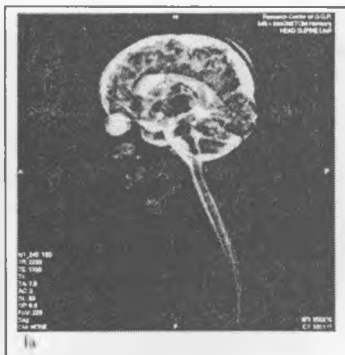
Врожденные дефекты головного мозга у ребенка с синдромом трисомии 13 (магнитно-резонансная томография)
